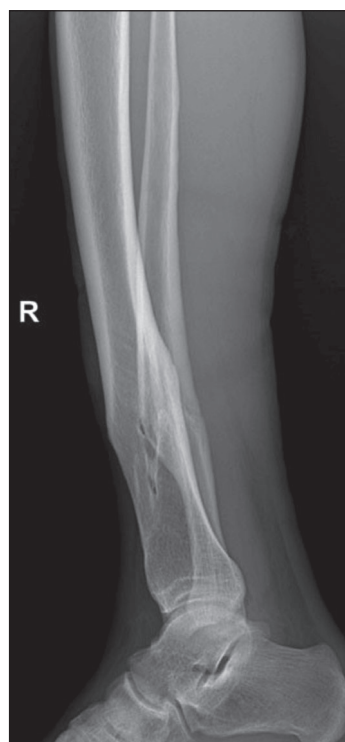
Рентгенограмма костей правой голени в боковой проекции. Старые сросшиеся переломы нижней трети диафизов берцовых костей.
